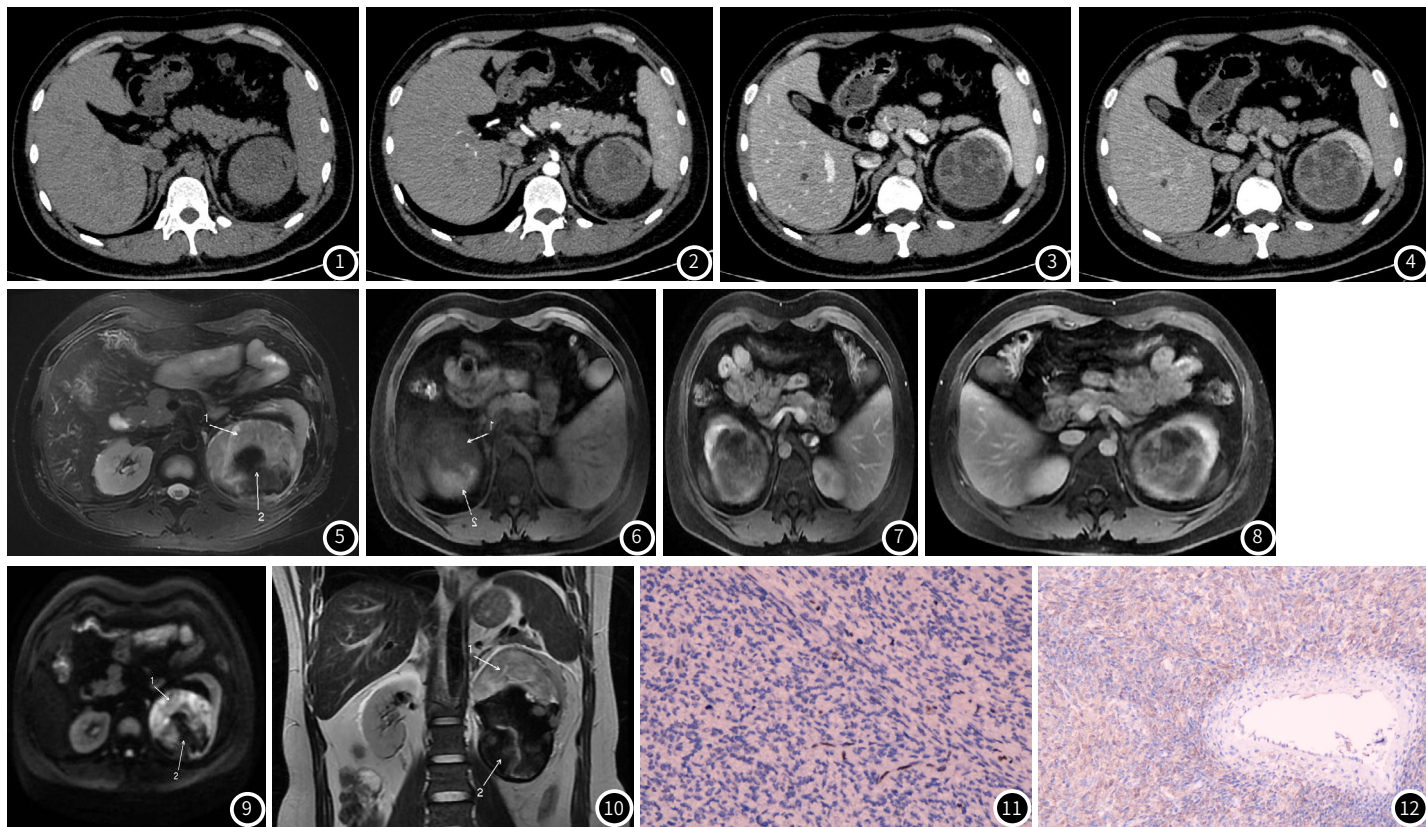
CT平扫为高低混杂密度, 内见多发片状稍高密度出血影, 无钙化, 增强三期扫描(图2~4), 病灶上部分呈斑片状、片絮状轻-中度渐进性强化, 下部分出血及坏死区无强化。
